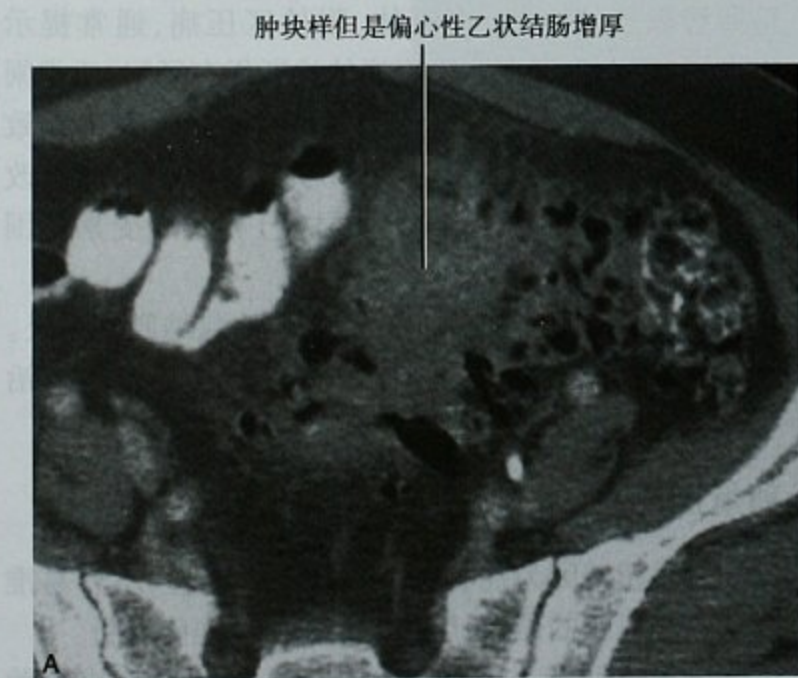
结肠憩室炎随访缓解图像,A. 增强 CT 横断位图像,结肠憩室炎发作期,显示乙状结肠肿块样增厚;B. 数月后 CT 复查图像,显示结肠壁完全恢复正常
